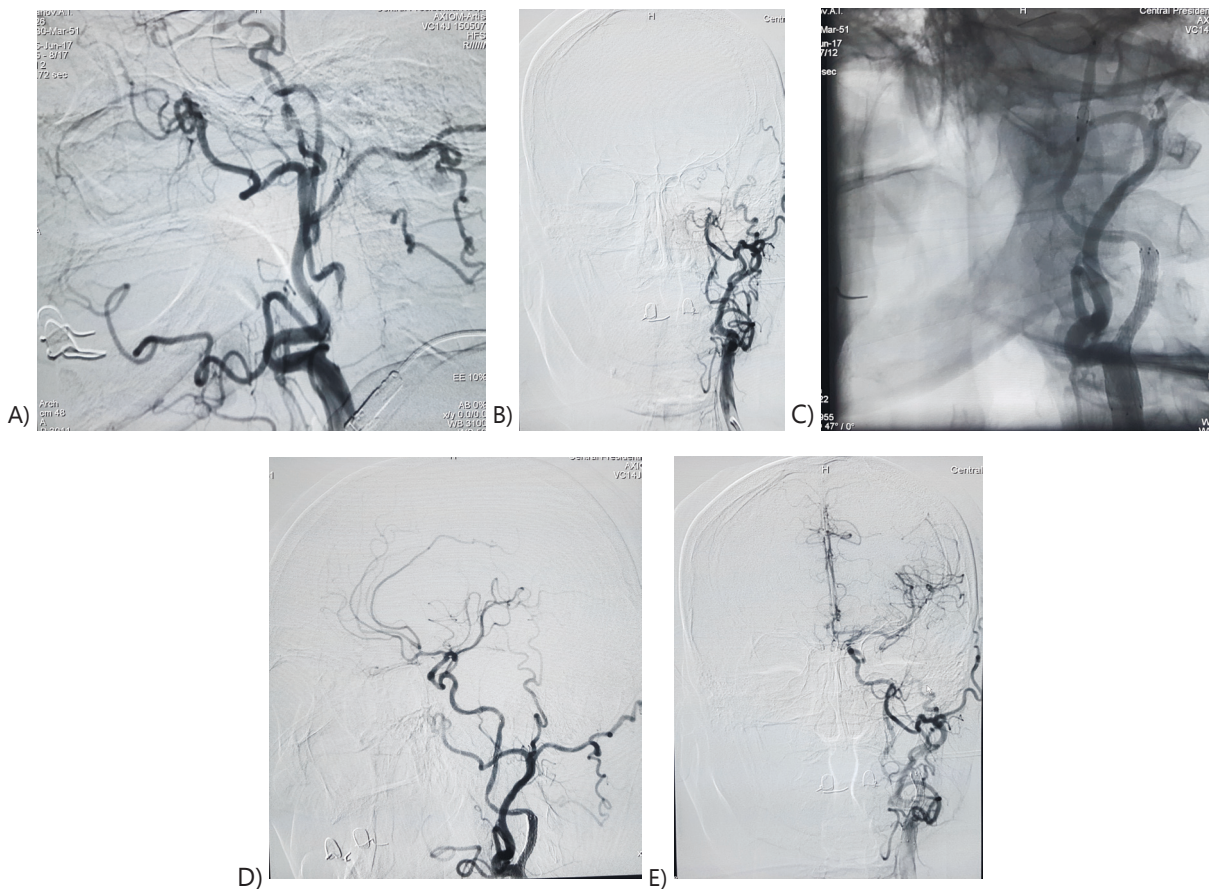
Этапы рентгенэндоваскулярного восстановления кровотока в левой внутренней сонной артерии.
